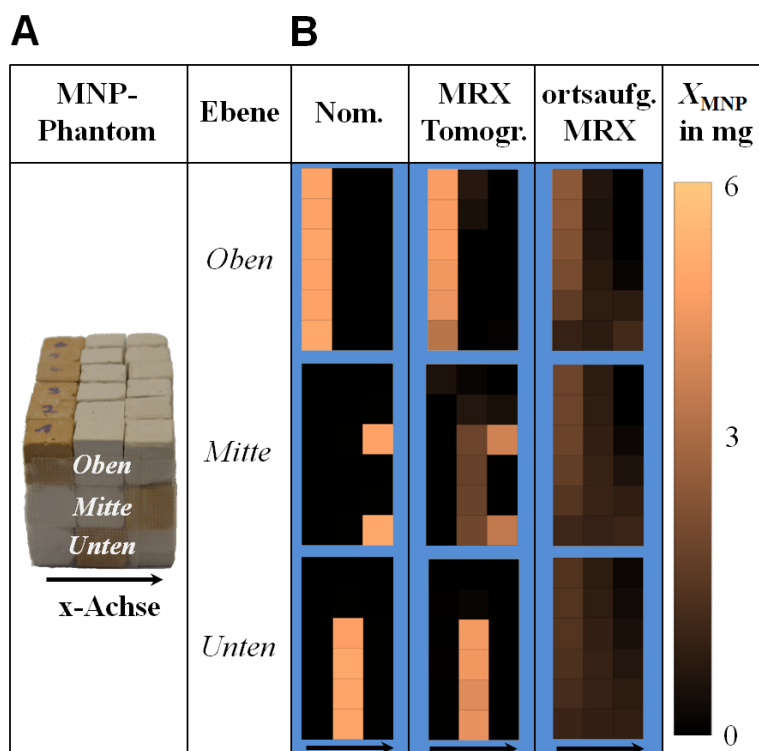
A) Photographie des MNP-Phantoms mit einem Pfeil entlang der x-Achse. B) Nominelle und mittels Minimum-Norm-TSVD rekonstruierte MNP-Verteilungen aus den MRX-Tomographie- und ortsaufgelösten MRX-Daten für ein Rekonstruktionsgitter von  $k=(3N_x \times 6N_y \times 3N_z)$ .
